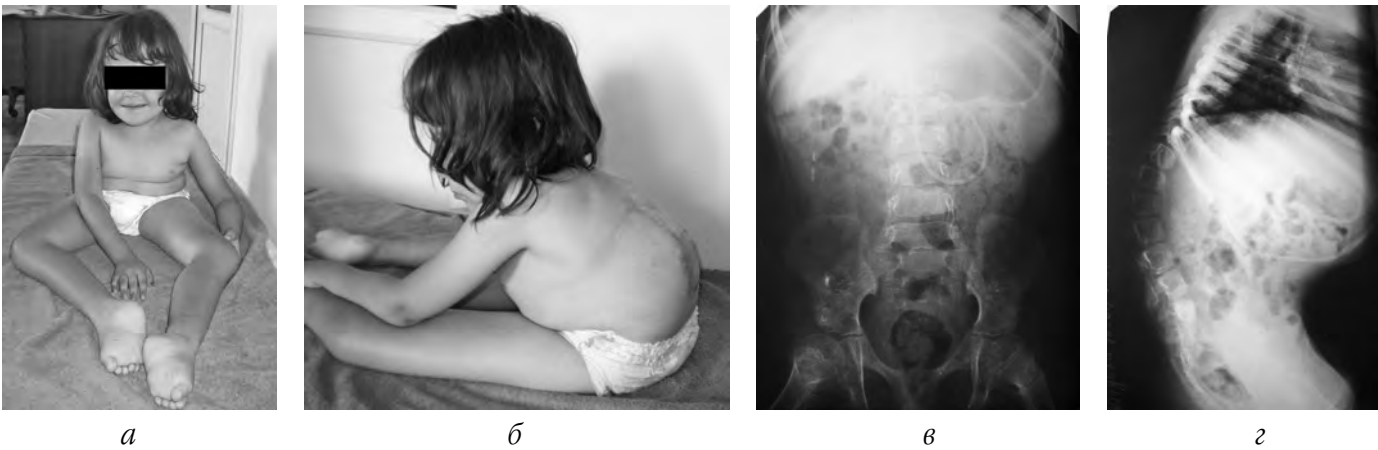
Клінічний приклад хворої V групи з ураженням спинного мозку нижче нейросегментарного рівня Th₁₂; а – фото хворої – вигляд спереду; б – фото хворої – вигляд збоку; в – рентгенограма попереково-крижового відділу хребта, передньо-задня проекція; г – рентгенограма попереково-крижового відділу хребта, бокова проекція
